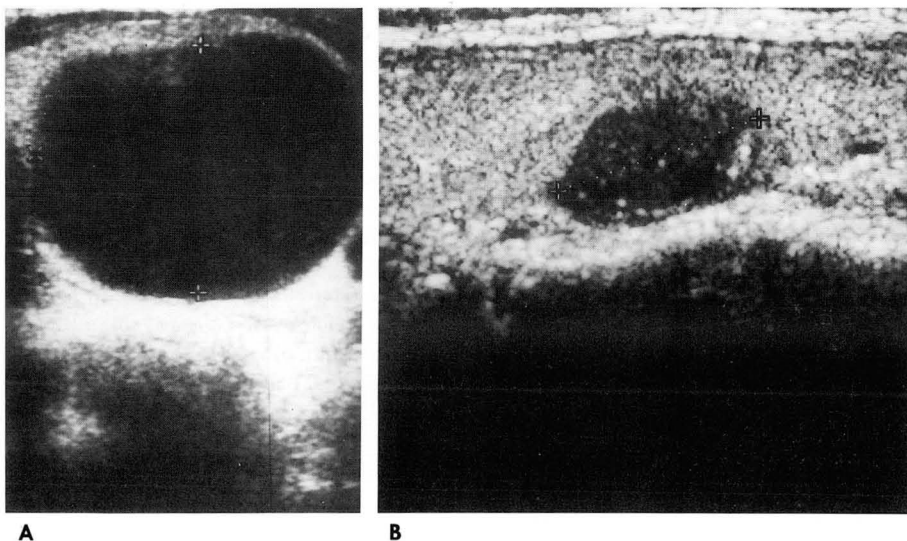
Ultrasonography of a patient with pure thyroid cyst.
